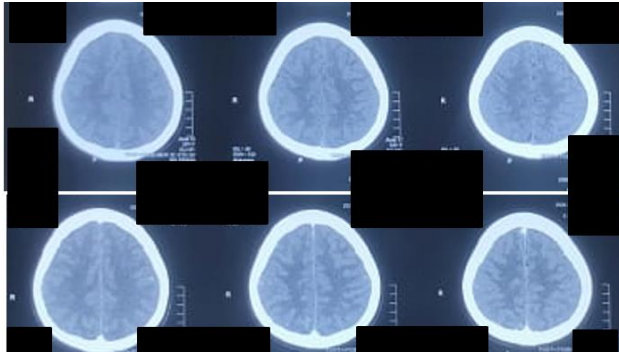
CT-Scan Kepala dengan dan tanpa kontras evaluasi setelah 2 bulan pemberian obat anti tuberkulosis
